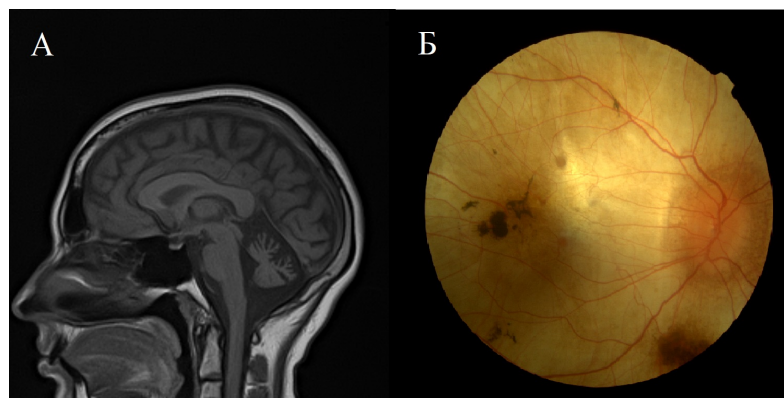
МРТ головного мозга в режиме T1-ВИ, сагиттальный срез (рис. А): признаки атрофии червя мозжечка. Фотография глазного дна при офтальмоскопии (рис. Б): картина хориоретинальной дегенерации (пигментные очаги, побледнение сетчатки и диска зрительного нерва).
